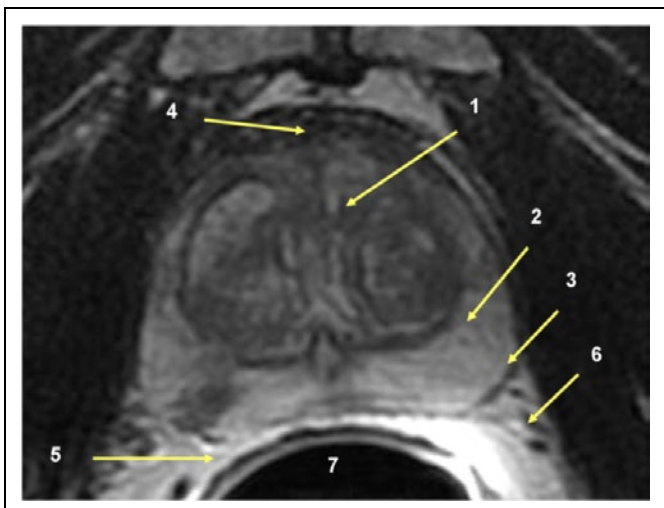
Аксиальная T2-взвешенная МР-томограмма.
